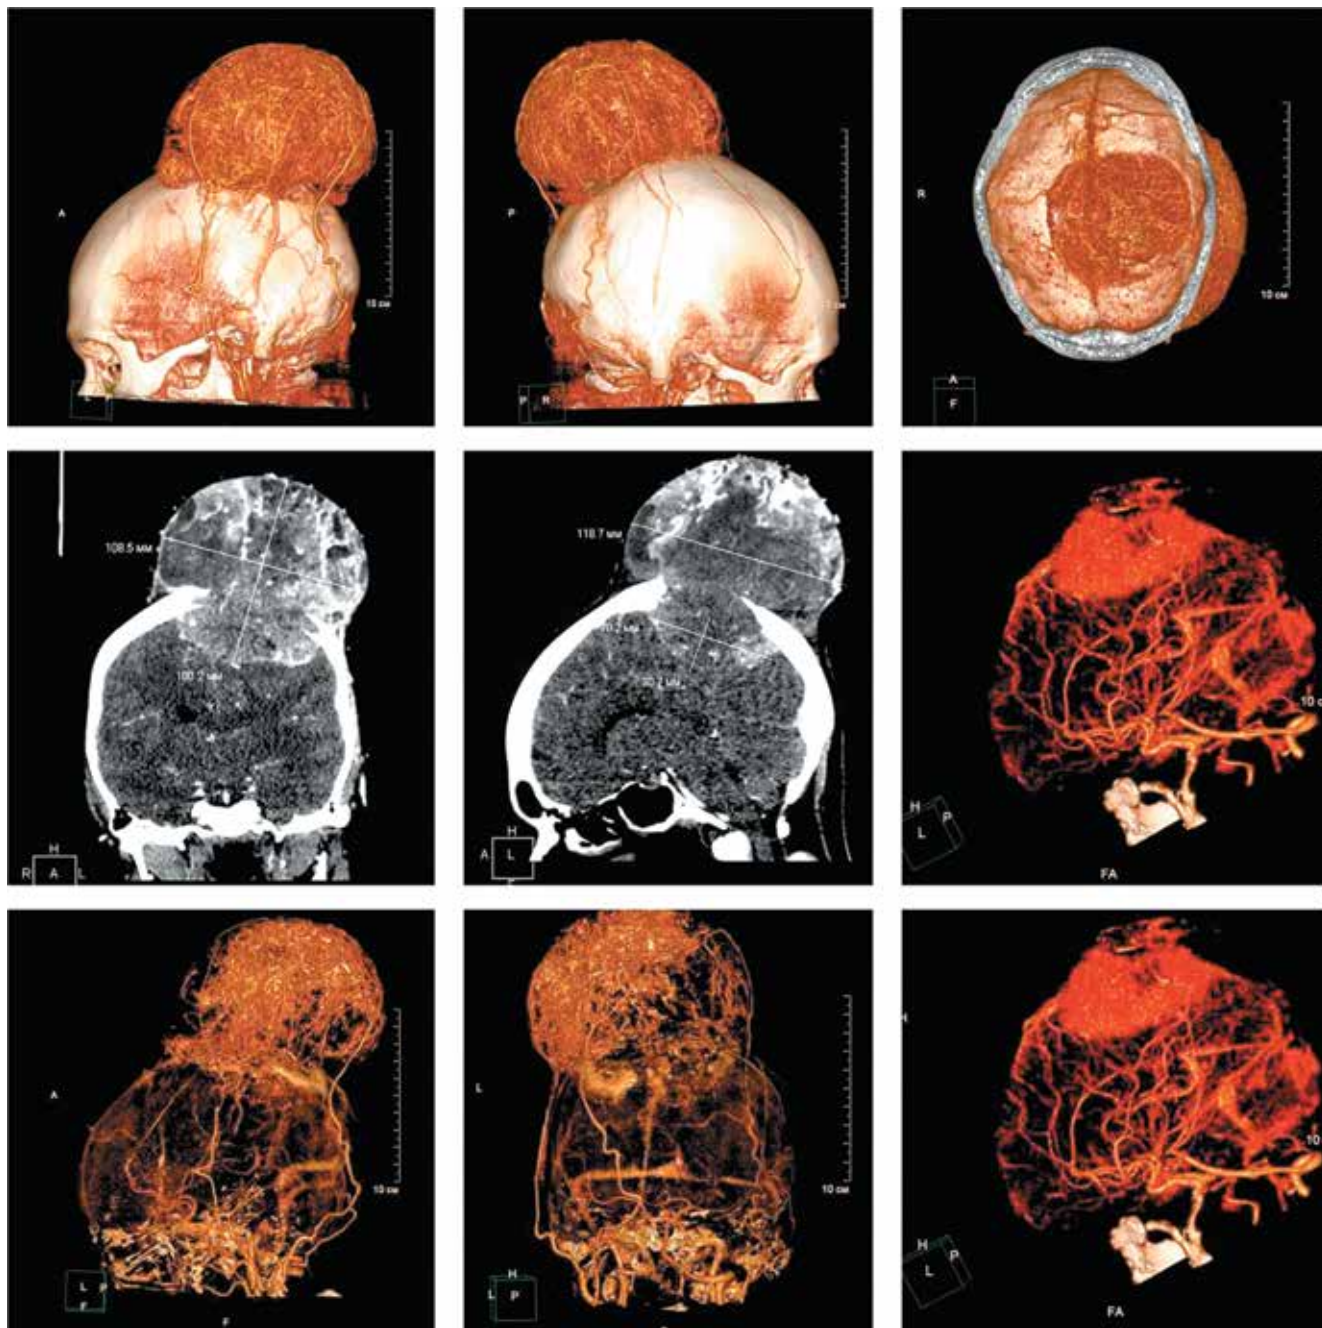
Компьютерно-томографическая ангиография головного мозга пациентки (01.02.2022): определяется крупное образование в левой теменной области, активно накапливающее контрастное вещество, с признаками некроза, обызвествления, размерами $116 \times 100 \times 105$ мм, резко деформирующее контур головы, с признаками деструкции теменной кости диаметром 55 мм. Образование пролабирует в полость черепа, компримирует левую теменную долю (оценить признаки инвазии невозможно), оттесняет фалькс вправо. Левый боковой желудочек и правая теменная доля сдавлены. Размер интракраниального компонента $75 \times 57 \times 32$ мм
